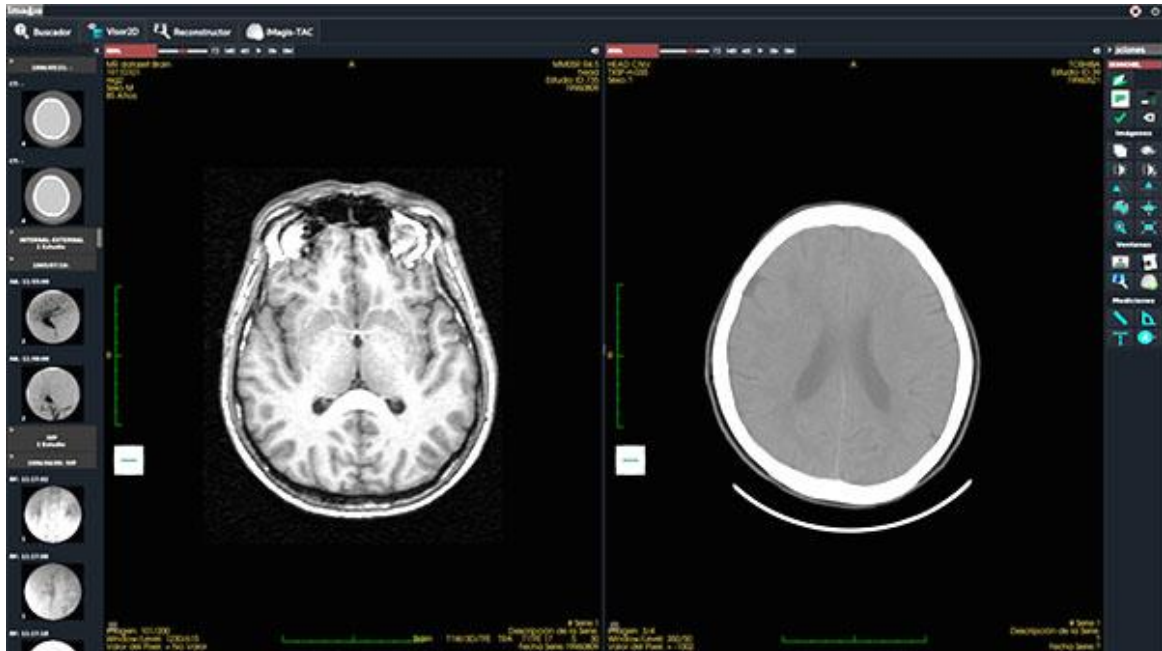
iMagis® 3.0. Imagen Axial de TAC de cráneo con ventana ósea y resonancia magnética en secuencia T1.
